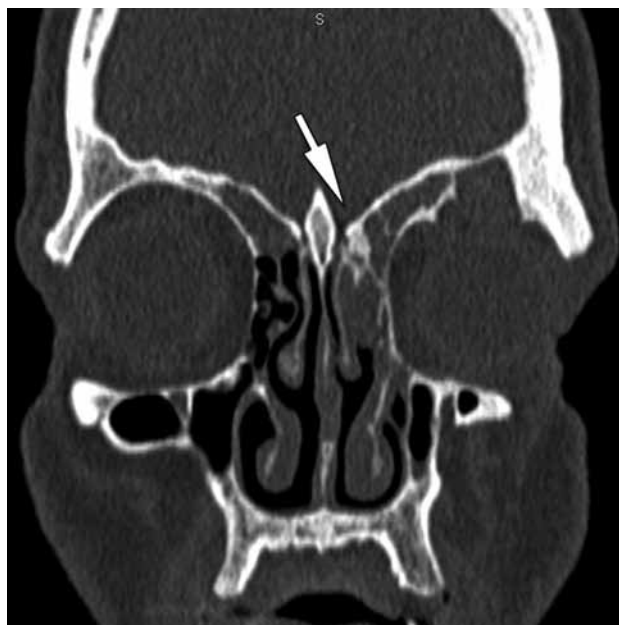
КТ-данные пациента с процидивом инвертированной папилломы лобной пазухи. Стрелкой указан очаг локального гиперостоза конусообразной формы, который оказался местом зоны роста новообразования, подтвержденный интраоперационно
